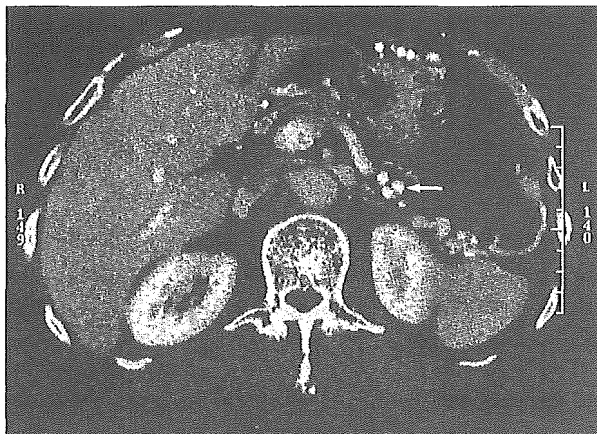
Perigastric varices (arrow) on CT.
